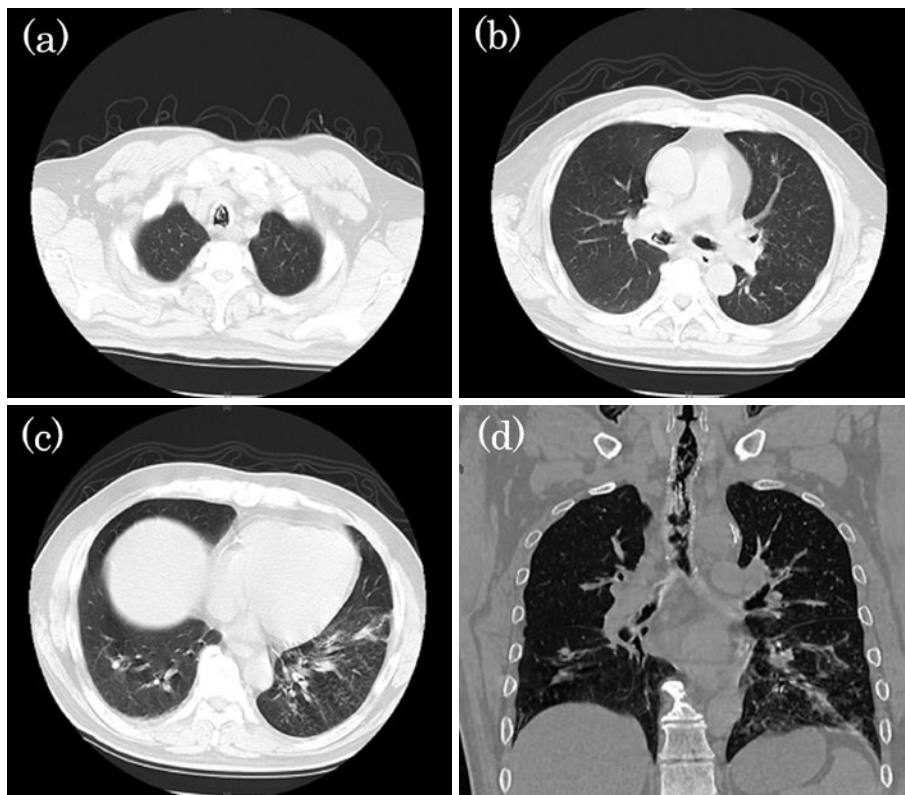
胸部単純CT所見. (a, b) 気管から主気管支に沿って内部に軟部陰影を認めた. (c) 気道壁肥厚と左下葉にすりガラス影を認めた. (d) 冠状断. 気道壁に沿った帯状の軟部陰影を認め、左下葉に散在性の粒状影、すりガラス影、気道壁肥厚を認めた.
